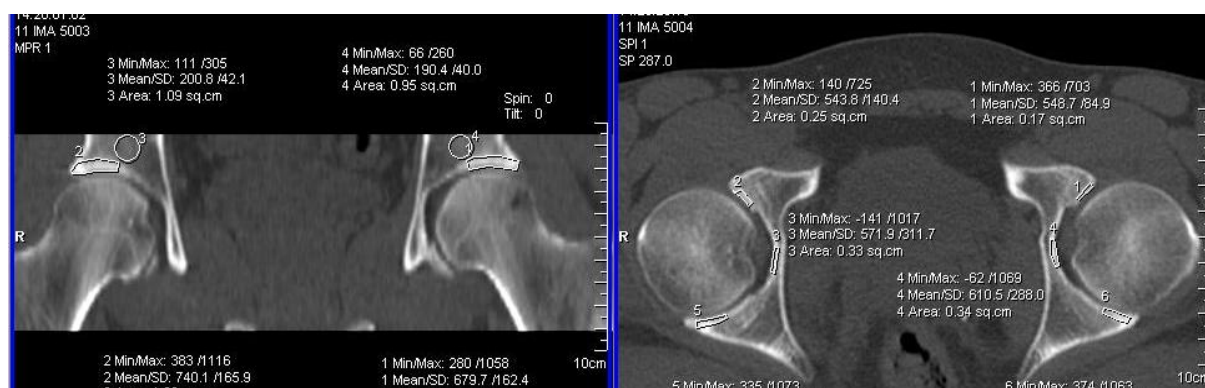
Компьютерная томография области тазобедренных суставов, корональная мультипланарная реконструкция и аксиальный срез. Измерение плотности замыкательной пластинки субхондрального отдела вертлужной впадины
